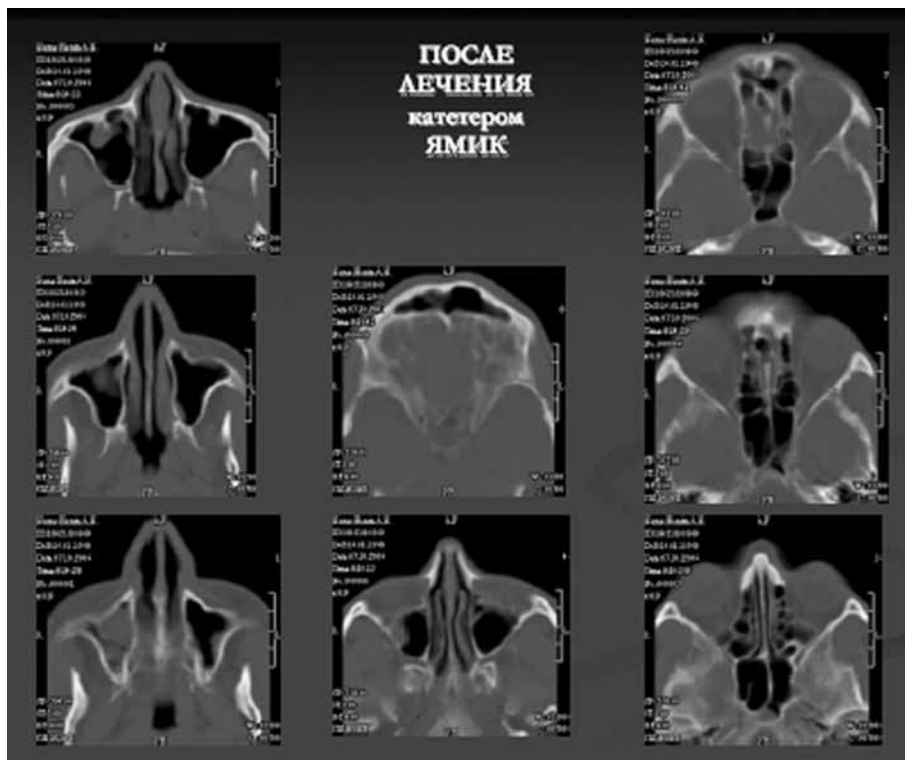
Компьютерная томография ОНП того же больного после лечения синус-катетером ЯМИК.
